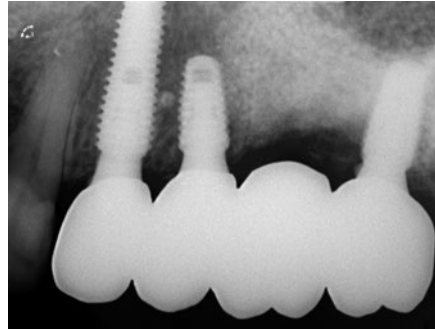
ZGCB装着後のデンタルX線所見。
